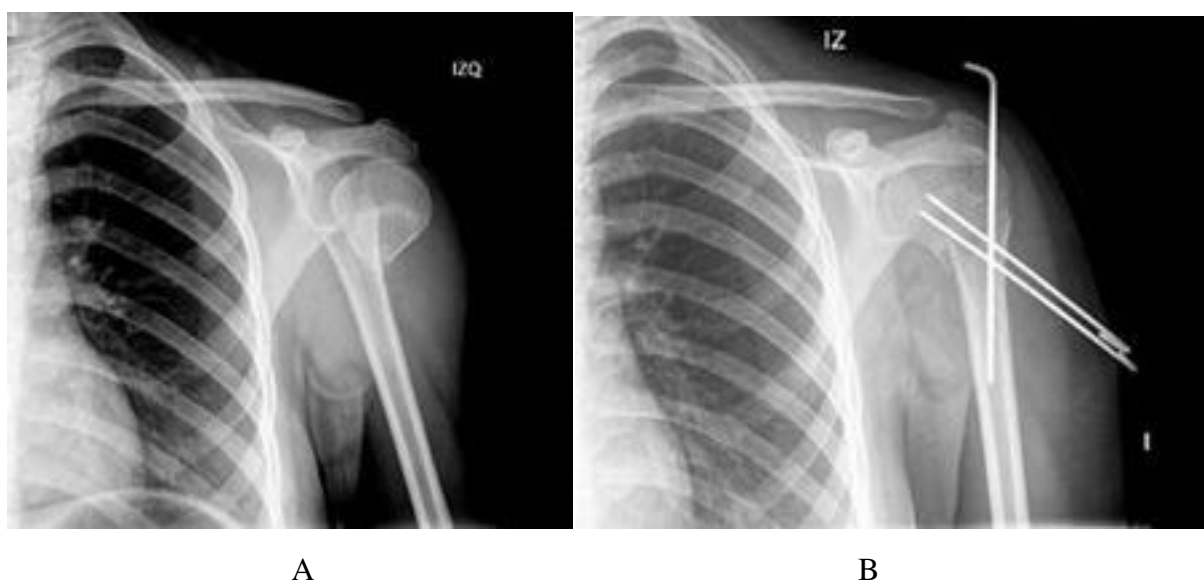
En A se observa una fractura extra articular unifocal metafisaria impactada (11A2). B La radiografía muestra fijación con agujas de Kirschner.
